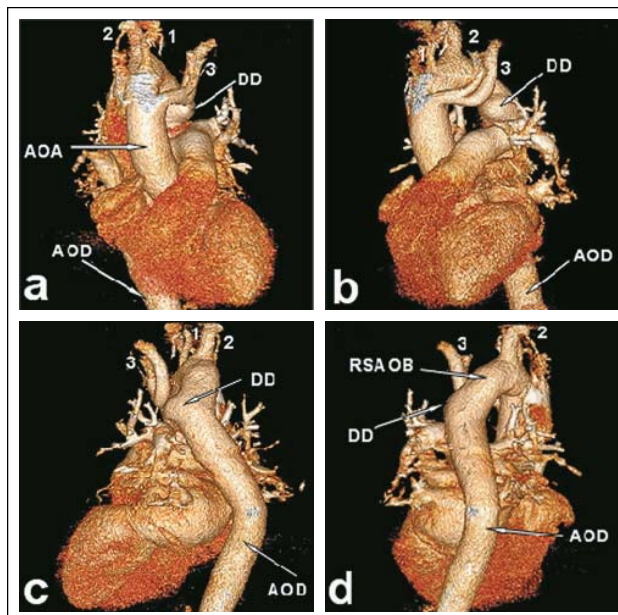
CT-Angiographie der thorakalen Aorta, Verlaufs-kontrolle 03/2014. Visualisierung der komplexen Aortenpathologie in „volume rendering technique“. Ansicht von (a): anterior; (b): antero-lateral links; (c): posterior und (d): postero-lateral rechts. Dargestellt sind die Aorta ascendens (AOA) und descendens (AOD), das Ductus-Divertikel (DD), der RSAOB, die rechte A. carotis communis (1) und A. subclavia (2) sowie die linke A. carotis communis und A. subclavia (3). (Mit freundlicher Genehmigung von Herrn Dr. med. J. Seemann, CA der Klinik für Radiologie und Neuroradiologie, Klinikum Barnim GmbH, Werner Forßmann Krankenhaus Eberswalde.)
